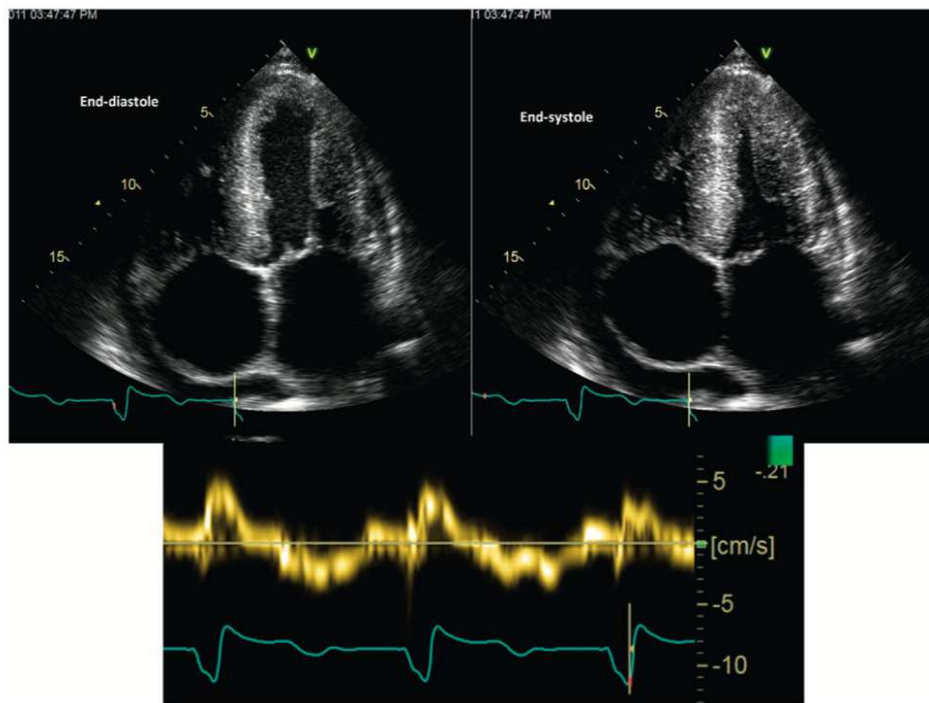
nelle due immagini superiori è possibile osservare le pareti del ventricolo sinistro moderatamente ispessite con ingrandimento di entrambi gli atri. La terza immagine (in basso) è la registrazione doppler del tessuto settale che mostra una riduzione della velocità longitudinale sistolica e diastolica.
